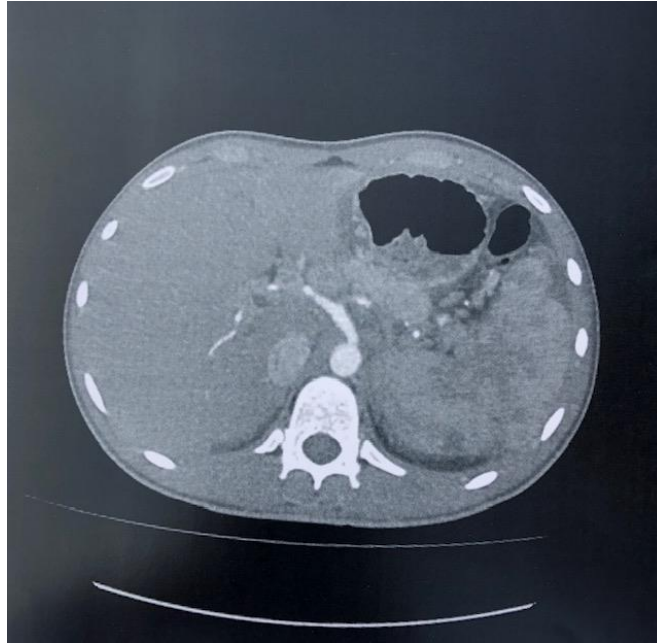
Tomografia Computadorizada de região abdominal com Trombose de Veia Mesentérica sem sinais de isquemia de alças.
